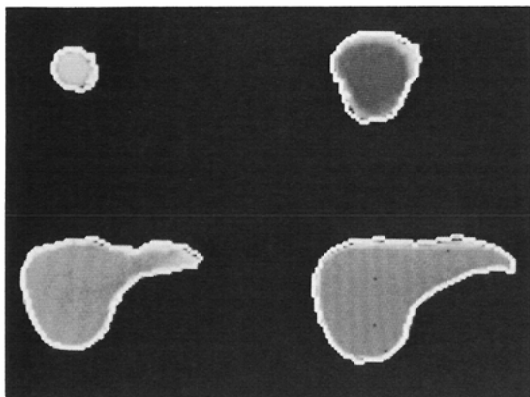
Extraction of contours from CT images (liver phantom).
